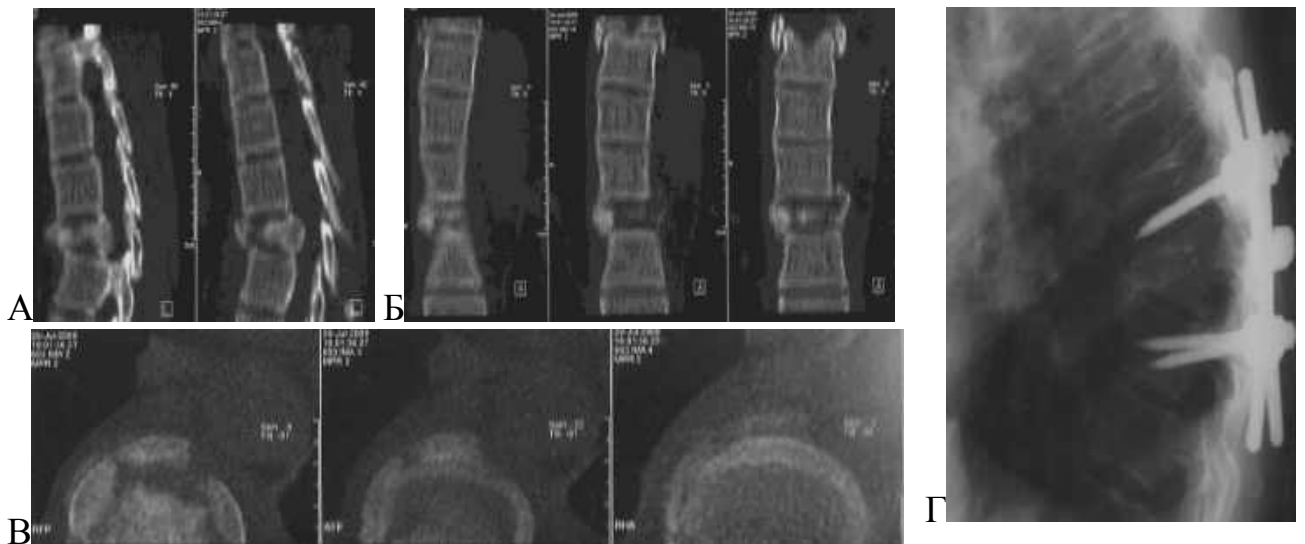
Спостереження №281, пацієнт С-ва, 27 років, історія хвороби №280. Спіральна комп'ютерна томографія (А, Б, В) сагітальна, фронтальна, аксіальна площина до оперативного втручання, компресійно-осколковий перелом тіла Th7 III ступеня, (Г) рентгенограма після транспедикулярної фіксації (стабільної) в сагітальній площині, клиноподібна деформація тіла Th7 III ступеня, як наслідок формування кутового кіфозу II ступеня, з ураженням міжхребцевих дисків сегментів Th6-Th7, Th7-Th8, міжхребцевий остеохондроз Th6-Th7, Th7-Th8.
